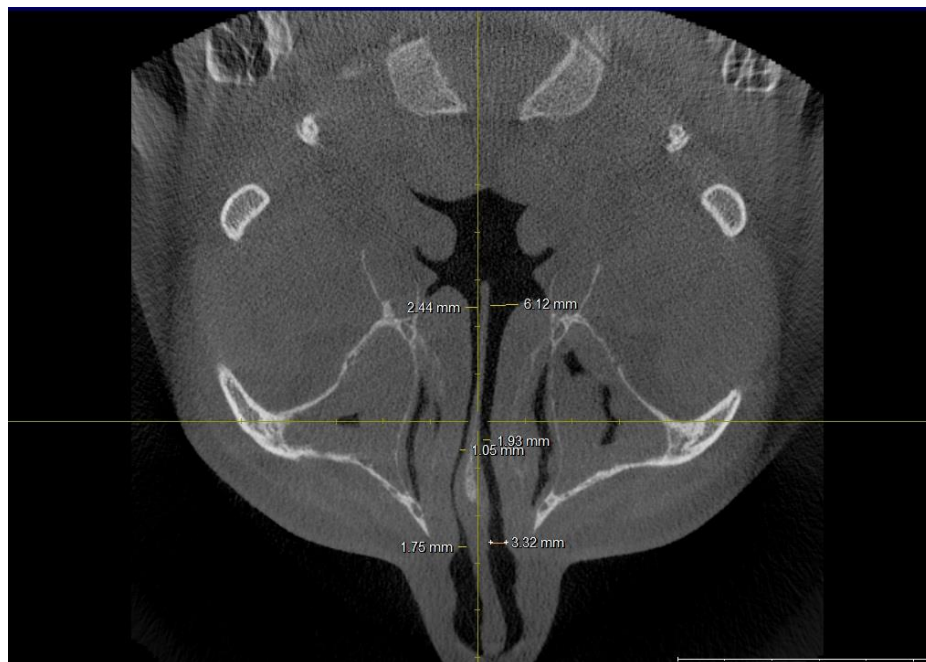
Компьютерная томография аксиальная проекция. Пример измерений в трех точках между нижней носовой раковиной и перегородкой носа
